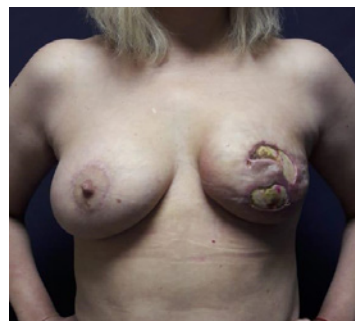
Протрузия, краевой некроз на фоне адъювантной химиотерапии
